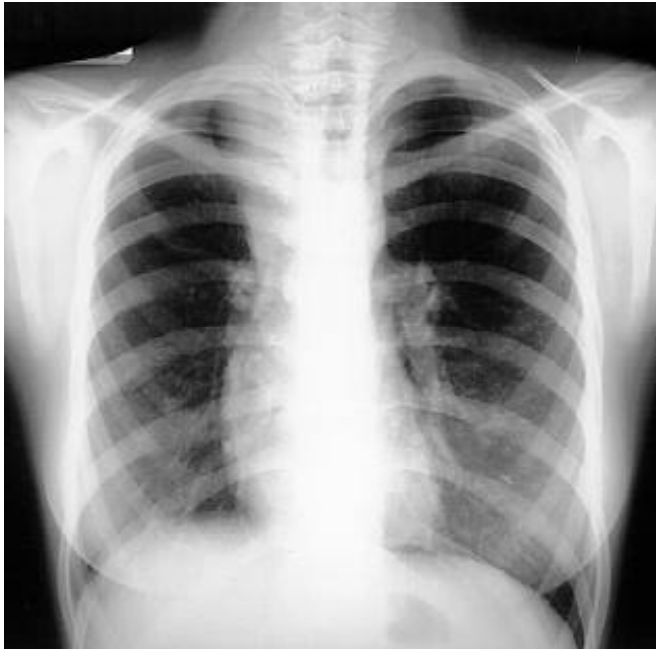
Radiografia de tórax PA: atelectasia parcial do lobo superior do pulmão direito e discreto borramento das sombras vasculares nos lobos inferiores.
